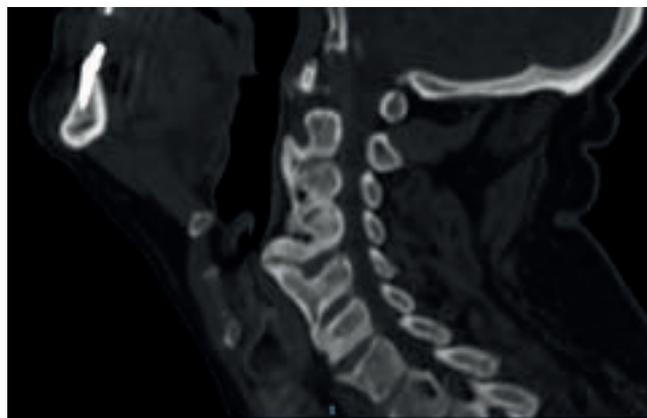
TC cervical (corte sagital).
